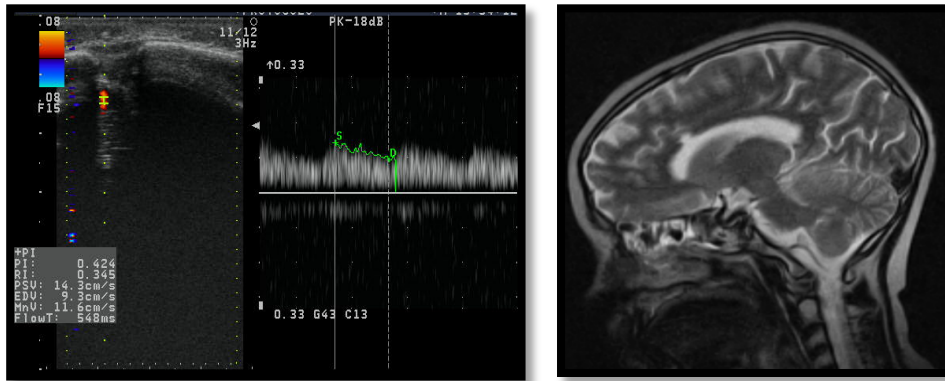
Flujo lento de estructura vascular no tumoral en zona de gliosis en corteza cerebral subyacente al orificio de trepano, detectado precozmente en el Doppler.
